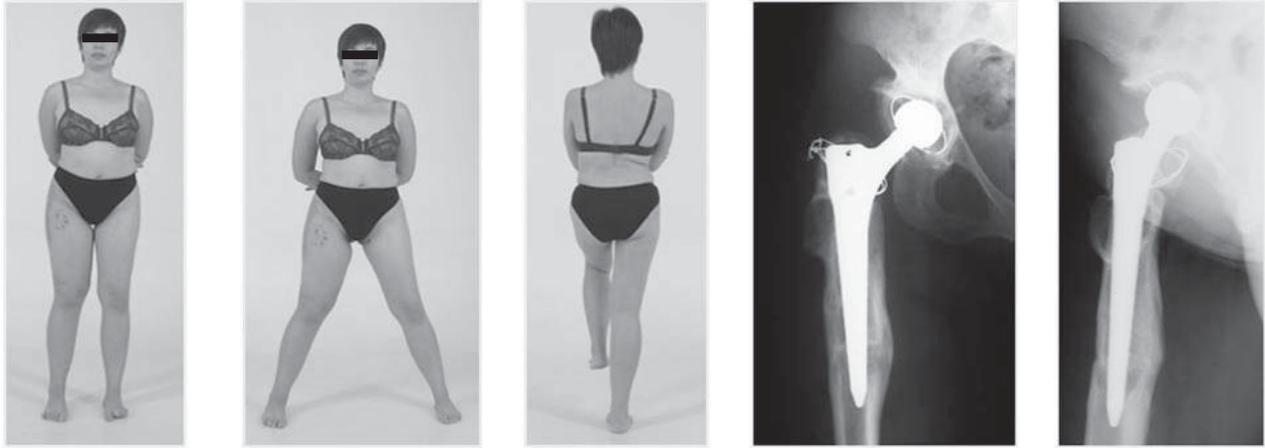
Внешний вид б-ой К., 26 лет и рентгенограммы правого бедра через 6 месяцев после операции.
